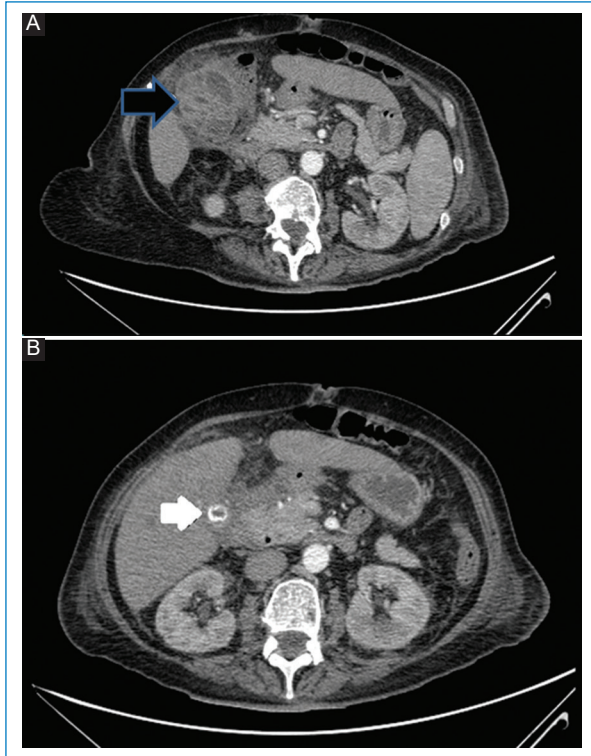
TC con contraste intravenoso en plano axial. A: engrosamiento heterogéneo de la pared vesicular con múltiples imágenes hipodensas con septos en su interior, observando un ligero realce de la pared vesicular y de los septos descritos tras la administración del contraste (flecha). B: lito de 1,3 cm en bacinete (flecha).
